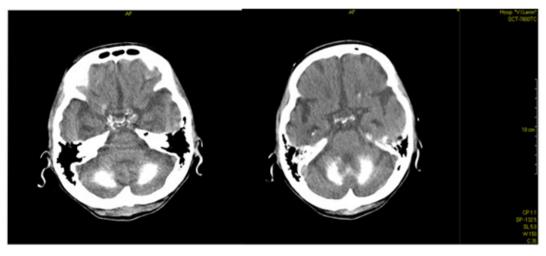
TAC simple de cráneo. Se observan calcificaciones groseras, simétricas y bilaterales cerebelosas, sin comprometer el IV ventrículo
